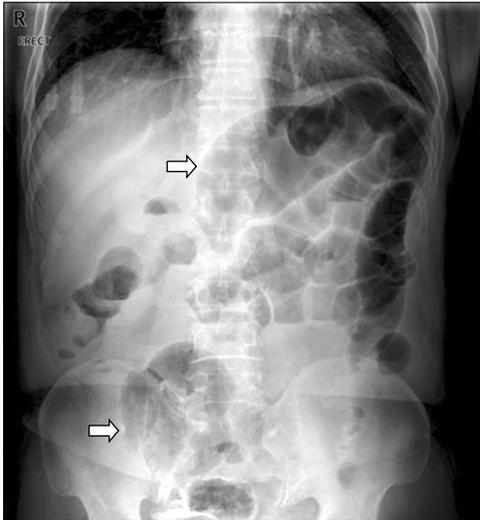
Plain abdominal radiographic finding. It showed multiple linear calcifications (white arrows) in the right lower quadrant and epigastric area.
